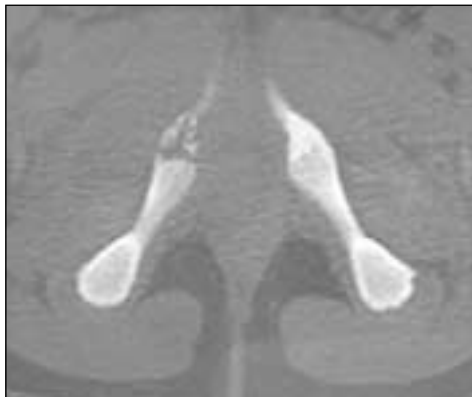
Tomografía computarizada. Imagen irregular isquiopubiana.
